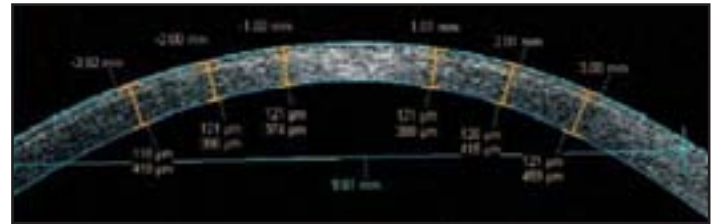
Schnittbild durch die Hornhaut nach Flapschnitt mit dem VisuMax Femtosekundenlaser. Die Schnittfläche ist deutlich zu erkennen. (Kohärenztomografische Aufnahme mit Visante OCT)
